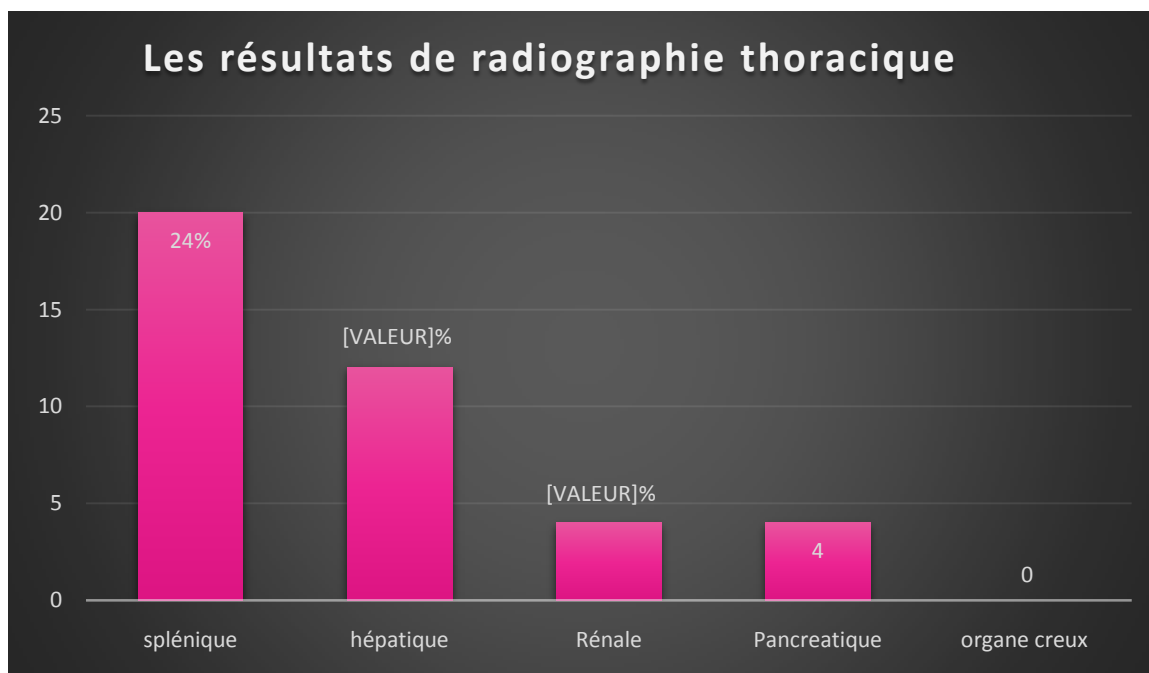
Graphique présentant les résultats de la radiographie thoracique .
